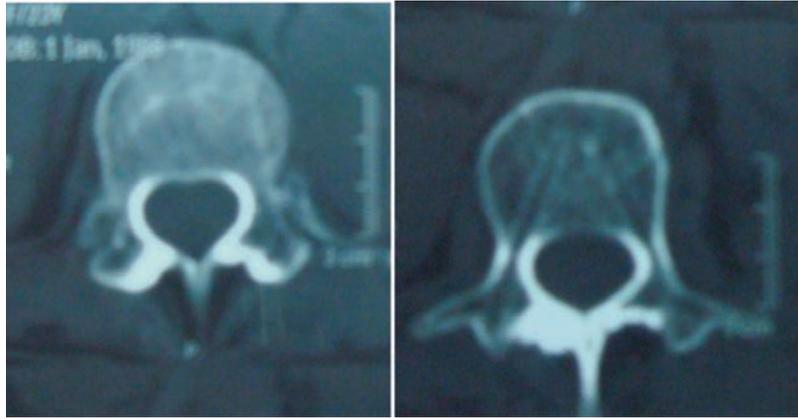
Тот же пациент. Отдаленный результат КТ картина через 5 лет
